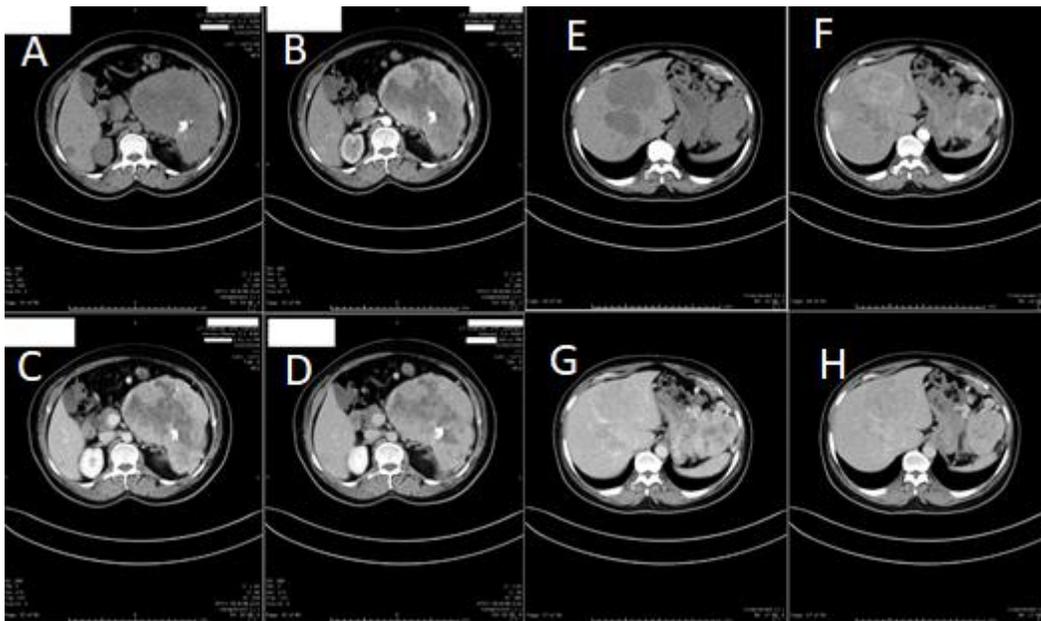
TAC multifase. Lesión de cola de páncreas con su captación mantenida A,B,C,D y lesión metastásica hepática con lavado en fase venosa y tardía E, F, G Y H.
